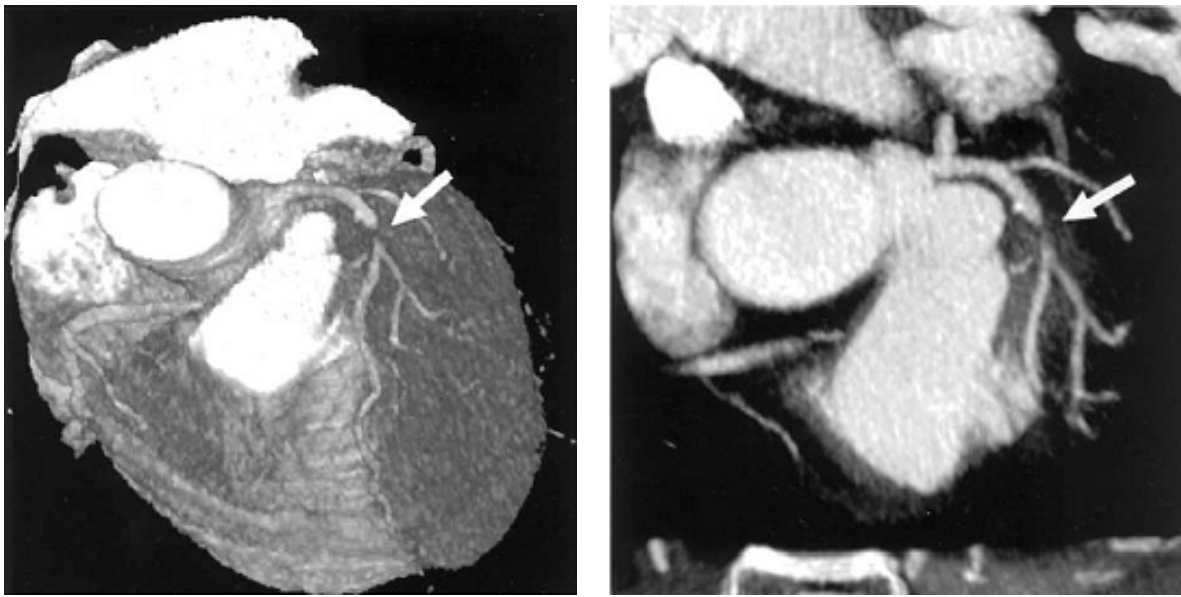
Angiographie par scanner tomographique avec injection d'un produit de contraste en présence d'une sténose de l'artère IVA. [17]
